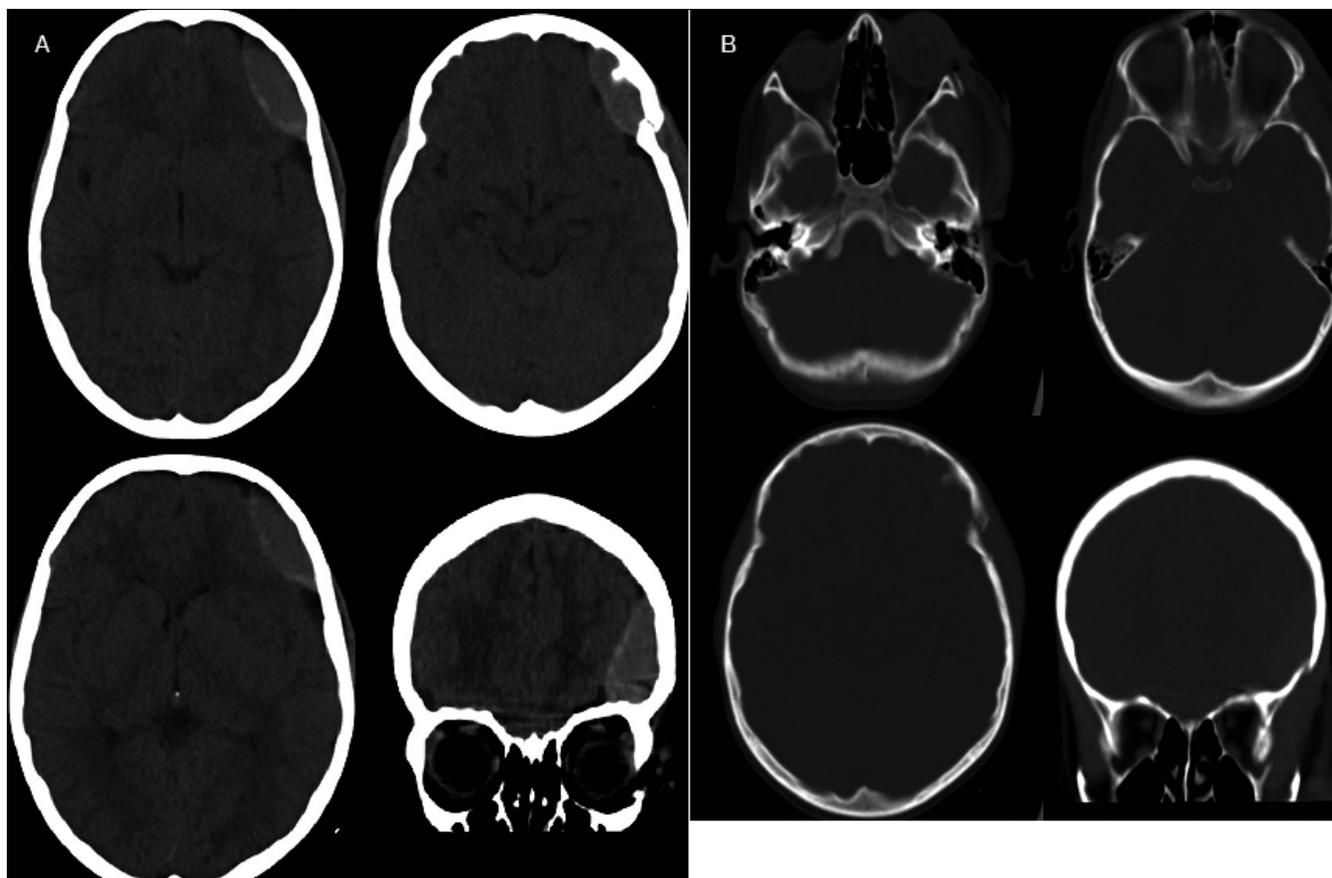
Tomografía simple cerebral (TC) cerebral inicial a) Ventana para parénquima en el que se evidencia hematoma epidural frontobasal izquierdo de 18 mm de espesor sin compresión del sistema ventricular ni desviación de la línea media; b) Ventana ósea en la que se evidencia fractura lineal asociada no desplazada. Además, se puede apreciar hematoma subgaleal secundario en dicha región.
